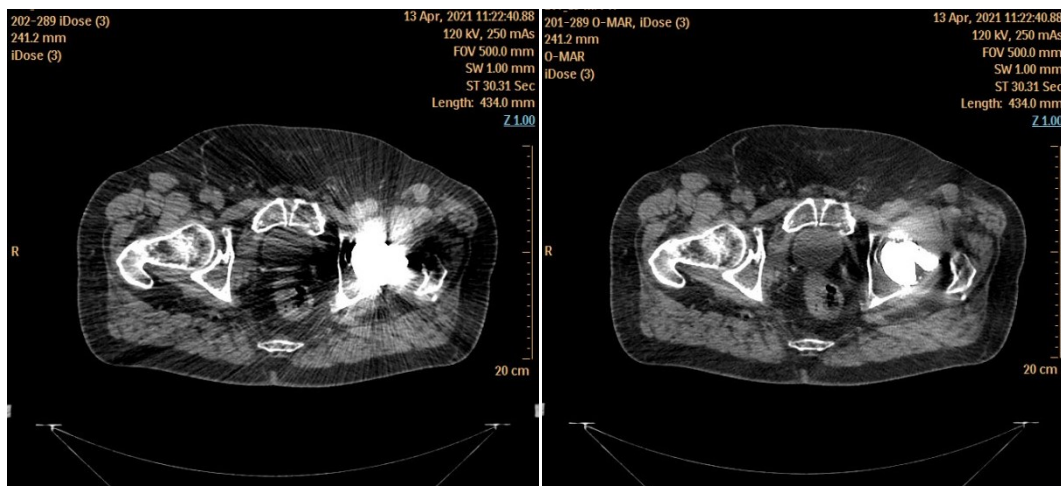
Paziente A. Immagini Simul-CT senza O-MAR (sn) e con algoritmo O-MAR (dx)
